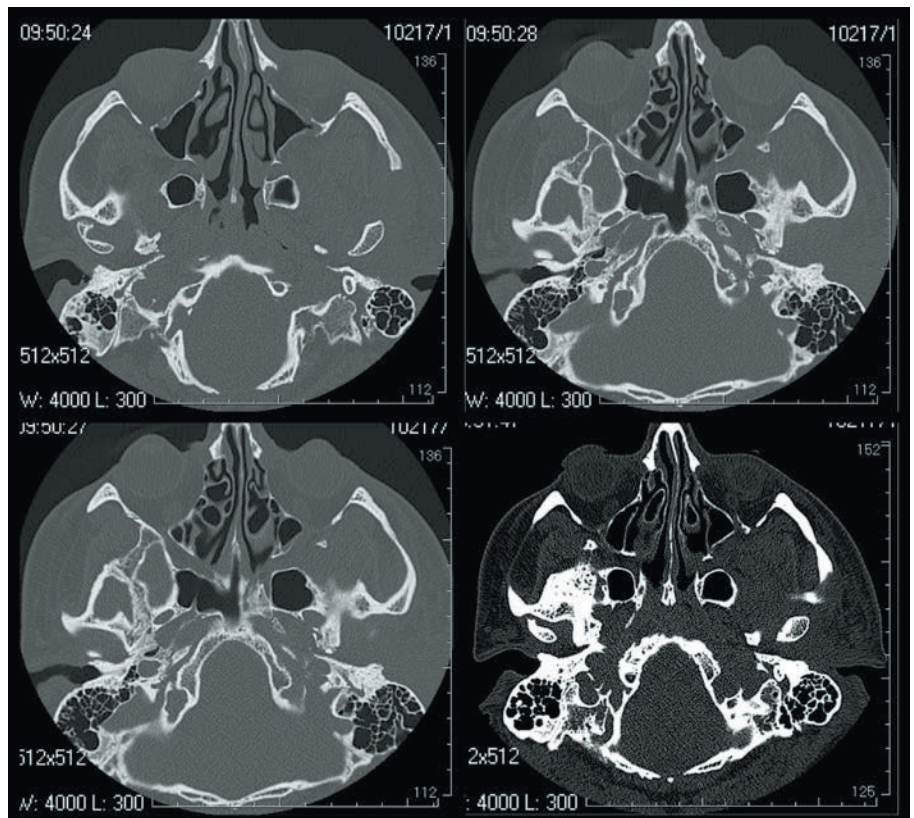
Срезы компьютерной томографии, на которых видна обтурация левого наружного слухового прохода мягкотканым компонентом
